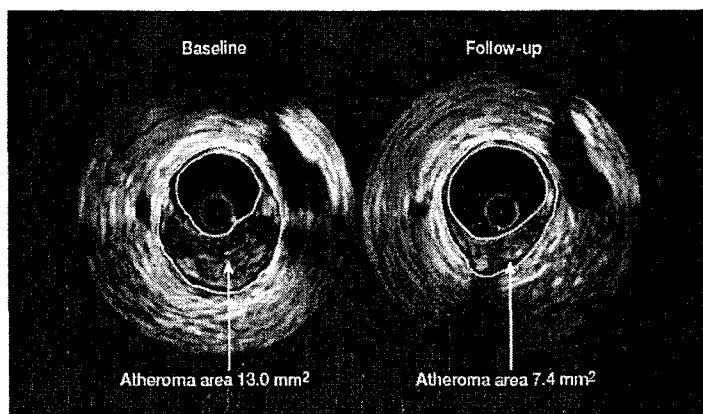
Coronary artery intravascular ultrasound. The ultrasound transducer is seen in the centre of the vessel lumen. At baseline, a large eccentric plaque is identified (yellow border). Atheroma cross-sectional area is
